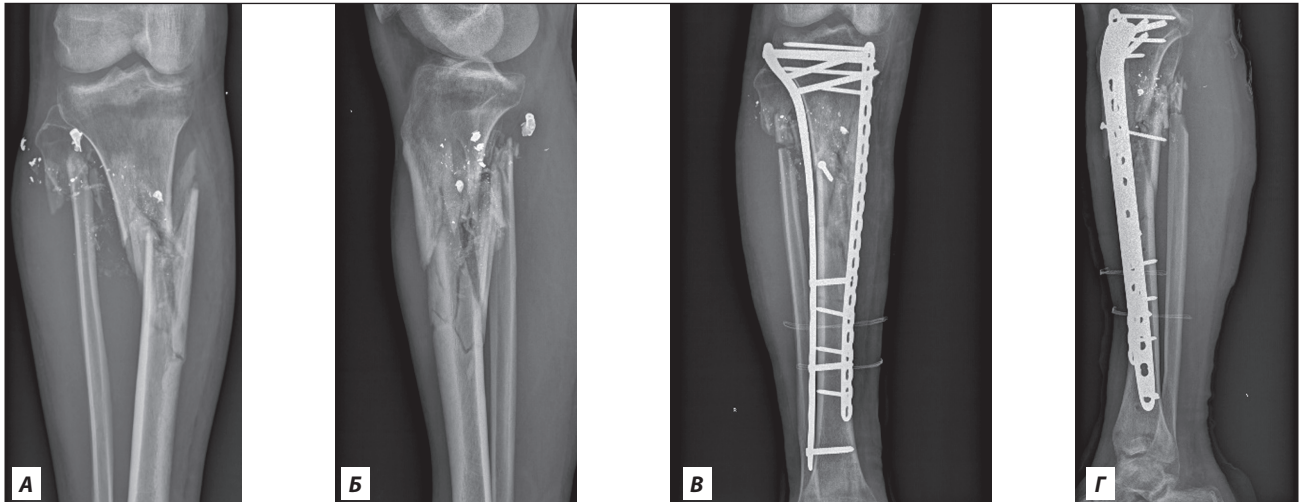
Рентгенівські знімки пацієнта Г.: А, Б) рентгенографія гомілкових кісток у двох проекціях на момент госпіталізації (через 3,5 місяці після поранення); В, Г) контрольне рентгенологічне дослідження гомілкових кісток після етапного хірургічного лікування (через 4 місяці після поранення)
